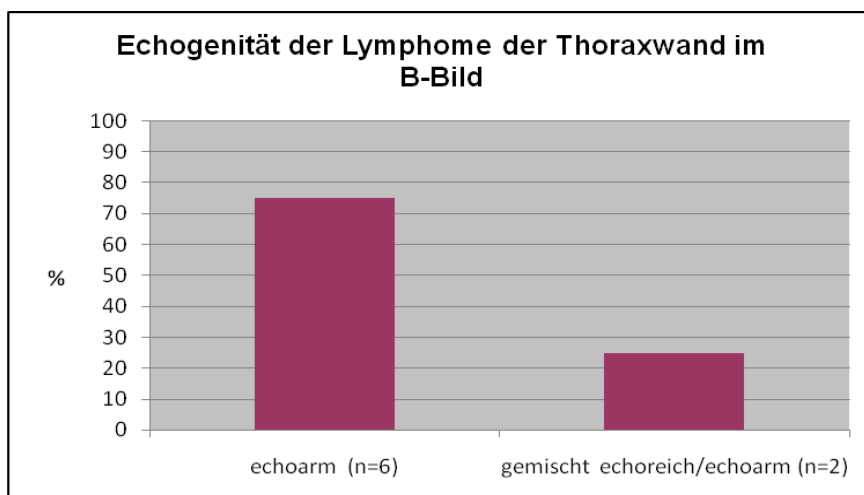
Darstellung der malignen Lymphome der Thoraxwand mit echoarmen (n=6) und gemischt echoreich/echoarmen (n=2) Erscheinungsbild in der B-Bild-Sonographie (in %)
